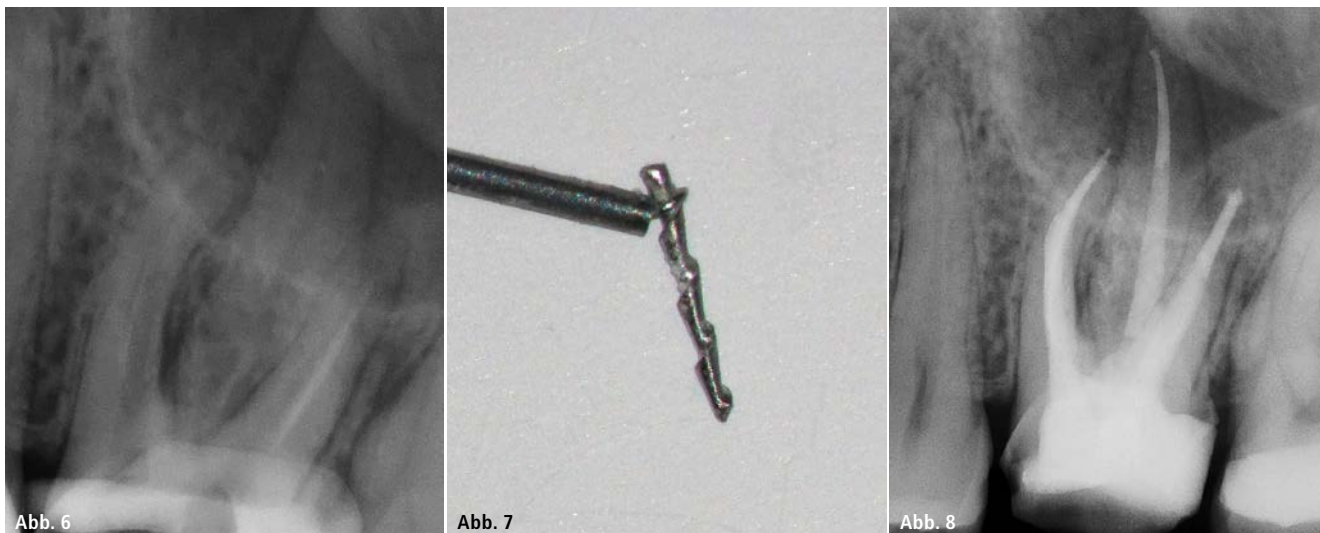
Röntgenbild nach Entfernung der Feile mit dem EndoCowboy®. – Abb. 7: Frakturiertes Instrument in der Schlaufe des EndoCowboys®. – Abb. 8: Röntgenbild nach erfolgter Wurzelfüllung.
